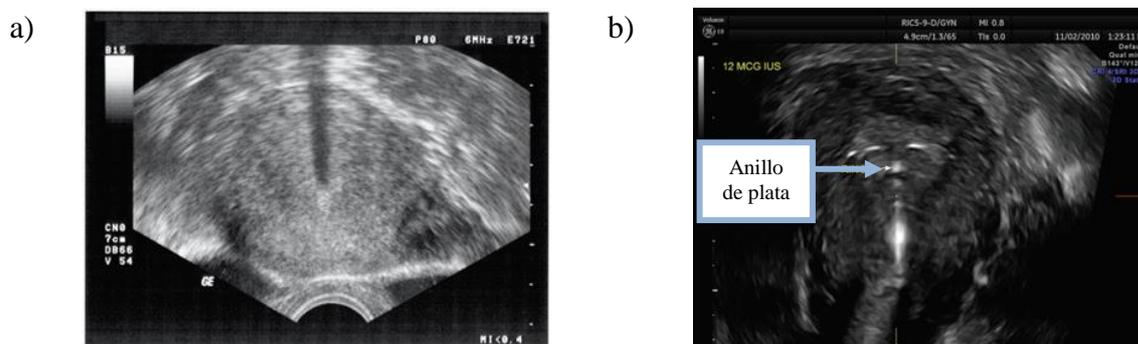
Imagen Ultrasonido plano transversal de de a) Mirena® y b) Jaydess®
